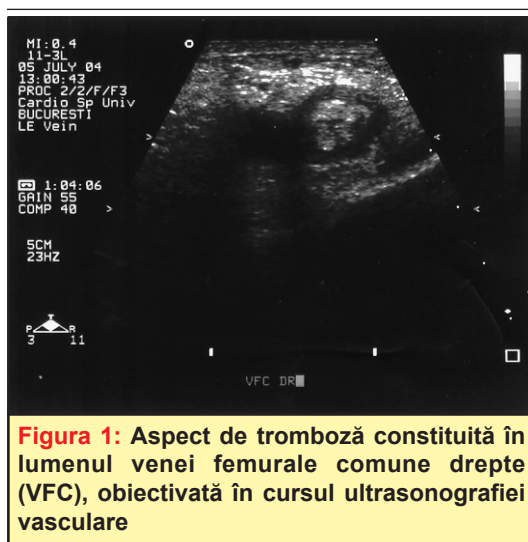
Aspect de tromboză constituită în lumenul venei femurale comune drepte (VFC), obiectivată în cursul ultrasonografiei vasculare
